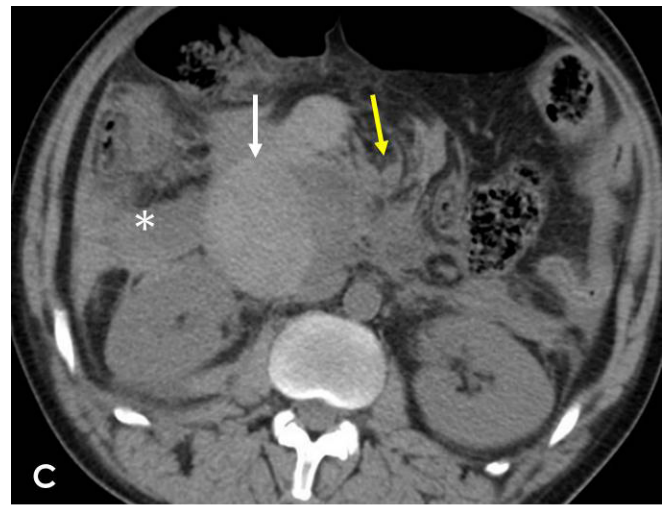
TC de abdomen y pelvis sin contraste iv donde se aprecia hematoma intramural duodenal (flecha blanca), hematoma retroperitoneal (asterisco) y líquido o hematoma mesentérico (flecha amarilla).
